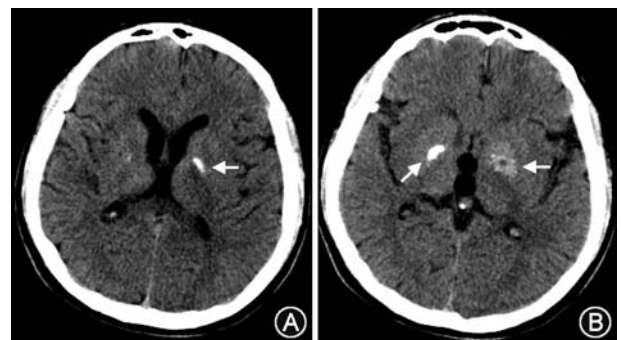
颅脑电子计算机断层扫描(CT) A. 左侧苍白球斑片状致密影(箭头); B. 右侧苍白球斑片状致密影(箭头), 左侧基底节区类圆形高低混杂密度影(箭头)
